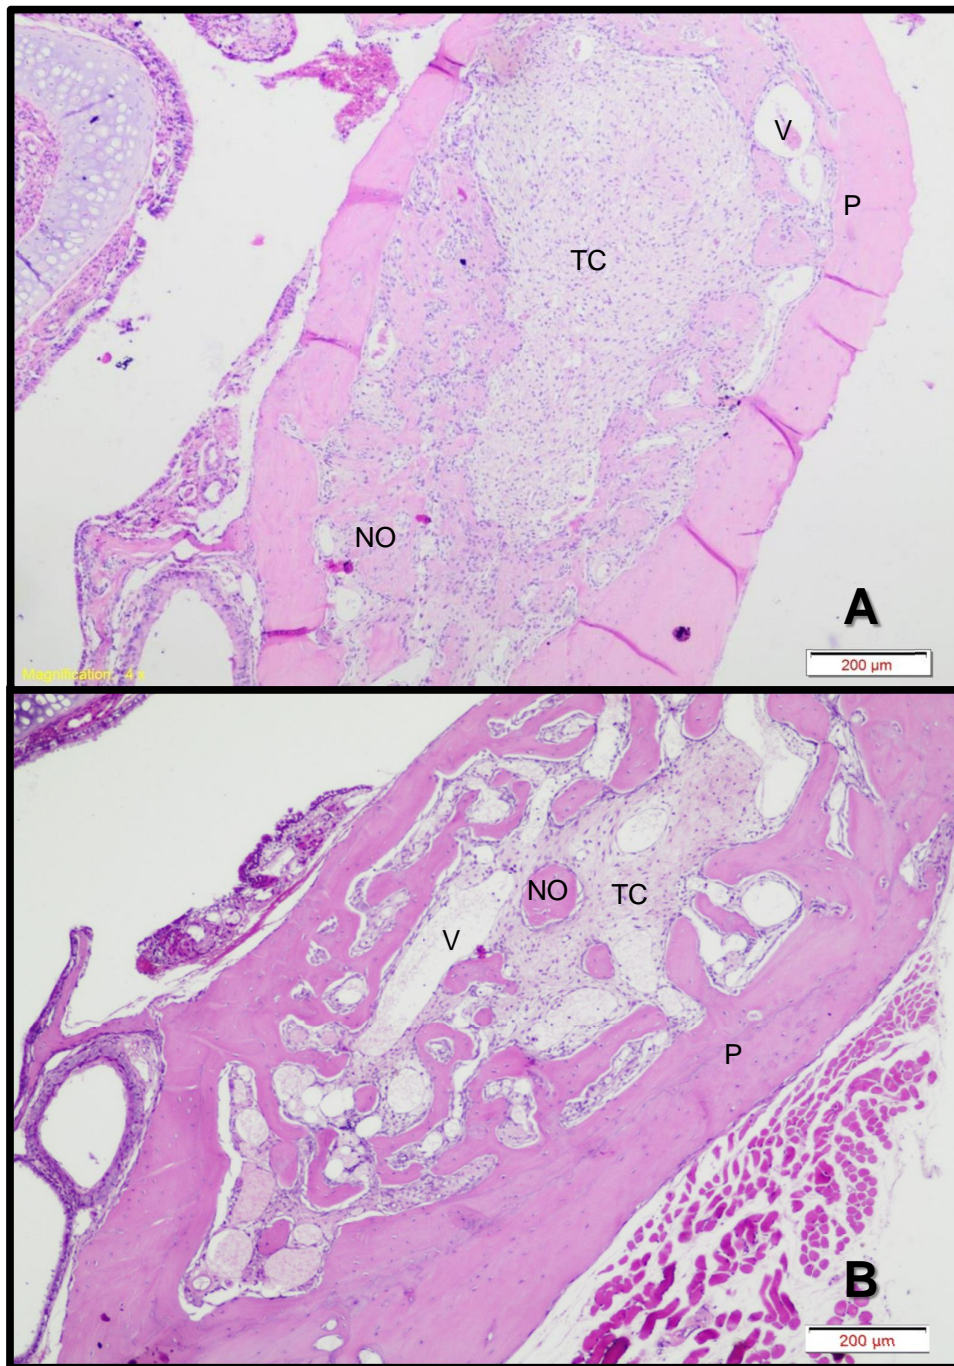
Grupo II (períodos de 7 e 28 dias). A) Grupo II (7 dias), apresenta pouca neoformação óssea (NO) a partir das paredes (P), além da presença de tecido conjuntivo (TC) ocupando a maioria do alvéolo. B) No Grupo II (28 dias), o alvéolo está preenchido por neoformação óssea (NO) que apresenta-se de forma trabecular, desde as paredes (P), porém com presença significativa de tecido conjuntivo (TC) e com vasos (V). Coloração H.E. Fonte: Elaborado pela autora.
